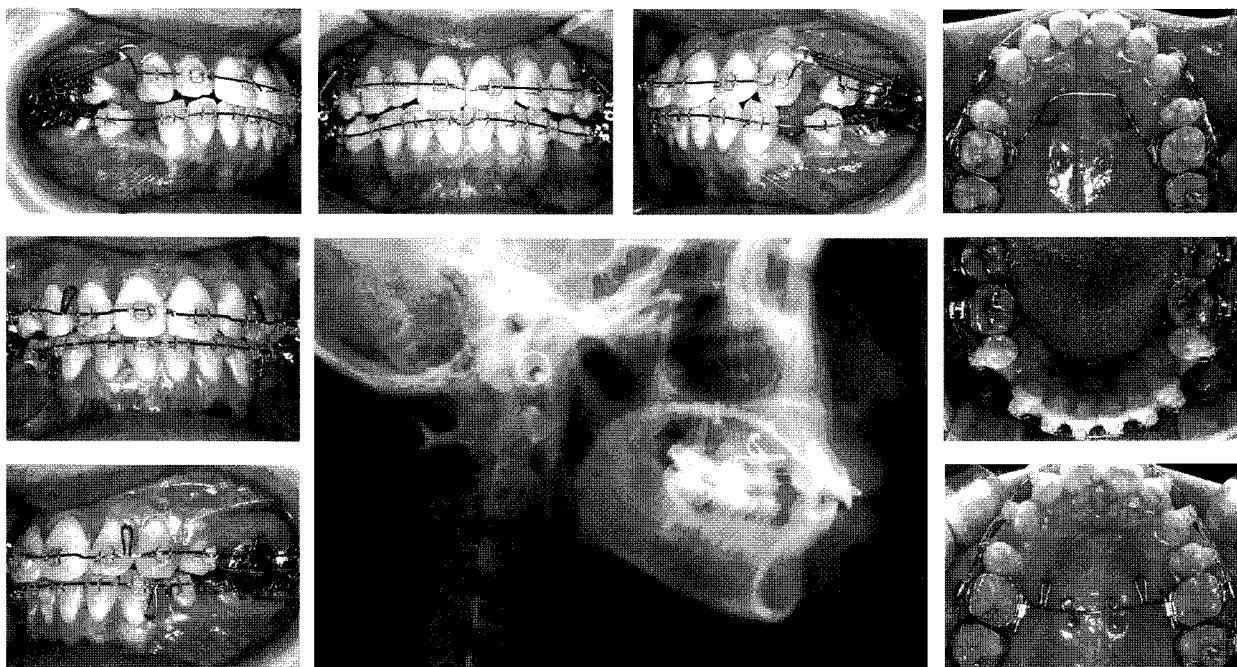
Intraoperative photographs and cephalometric radiograph during treatment showing 2 miniscrews implanted in the para-median area of the hard palate and modified TPA.
